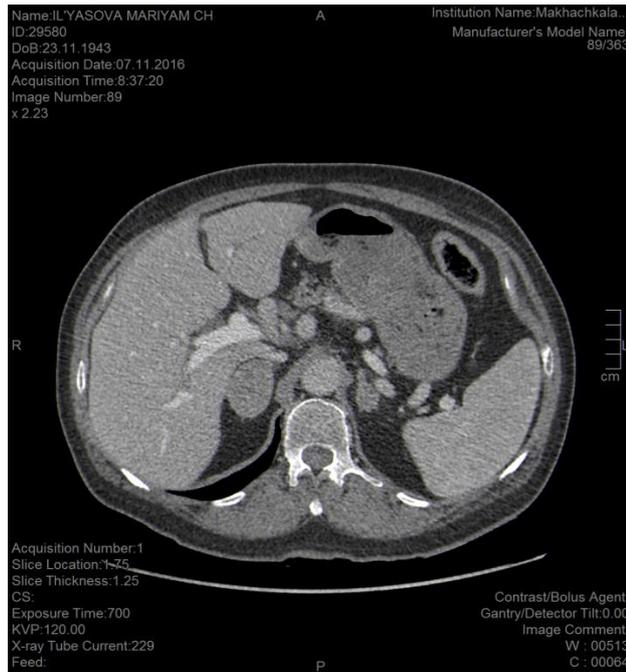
КТ: образования низкой плотности в проекции правого и левого надпочечников – двустороннее метастатическое поражение
